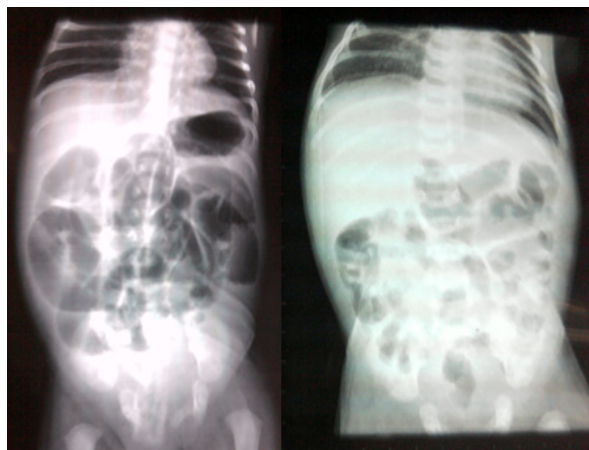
Radiografía simple de abdomen. Se observa asas intestinales apelonadas, con edema interasas y niveles hidroaéreos.
